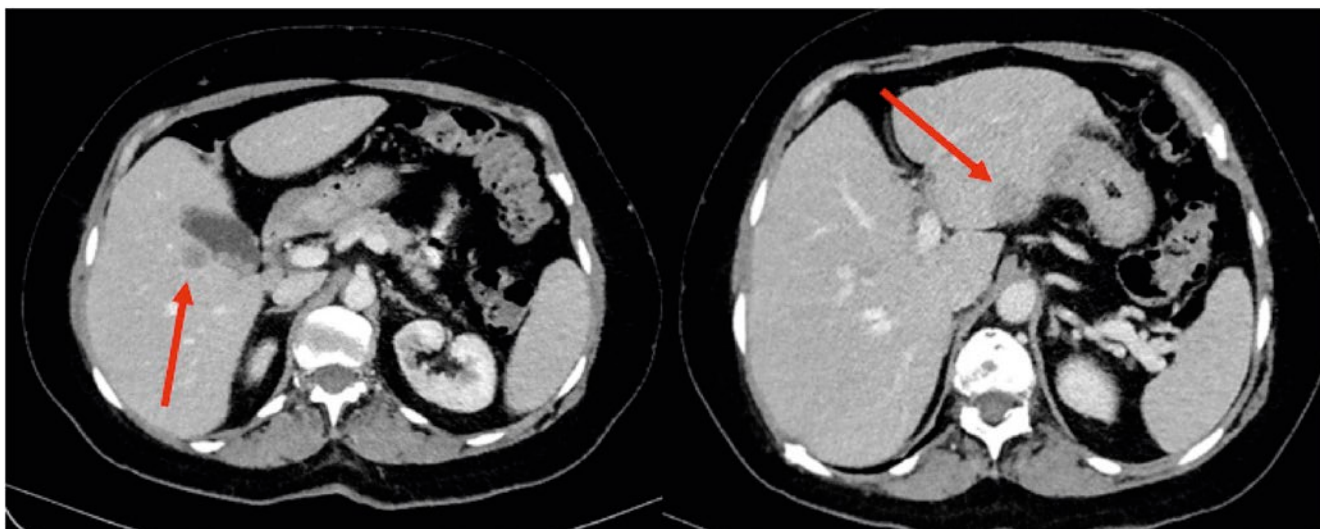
КТ брюшной полости после 8 месяцев терапии, 05/2020. Метастатический очаг в S5 – 1,6 × 1,5 см, очаг в S3 – 2,1 × 1,8 см – частичная регрессия.
